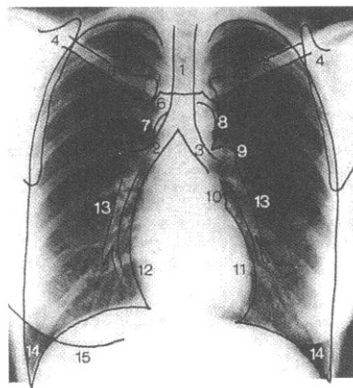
Frontal chest radiograph, normal anatomy
